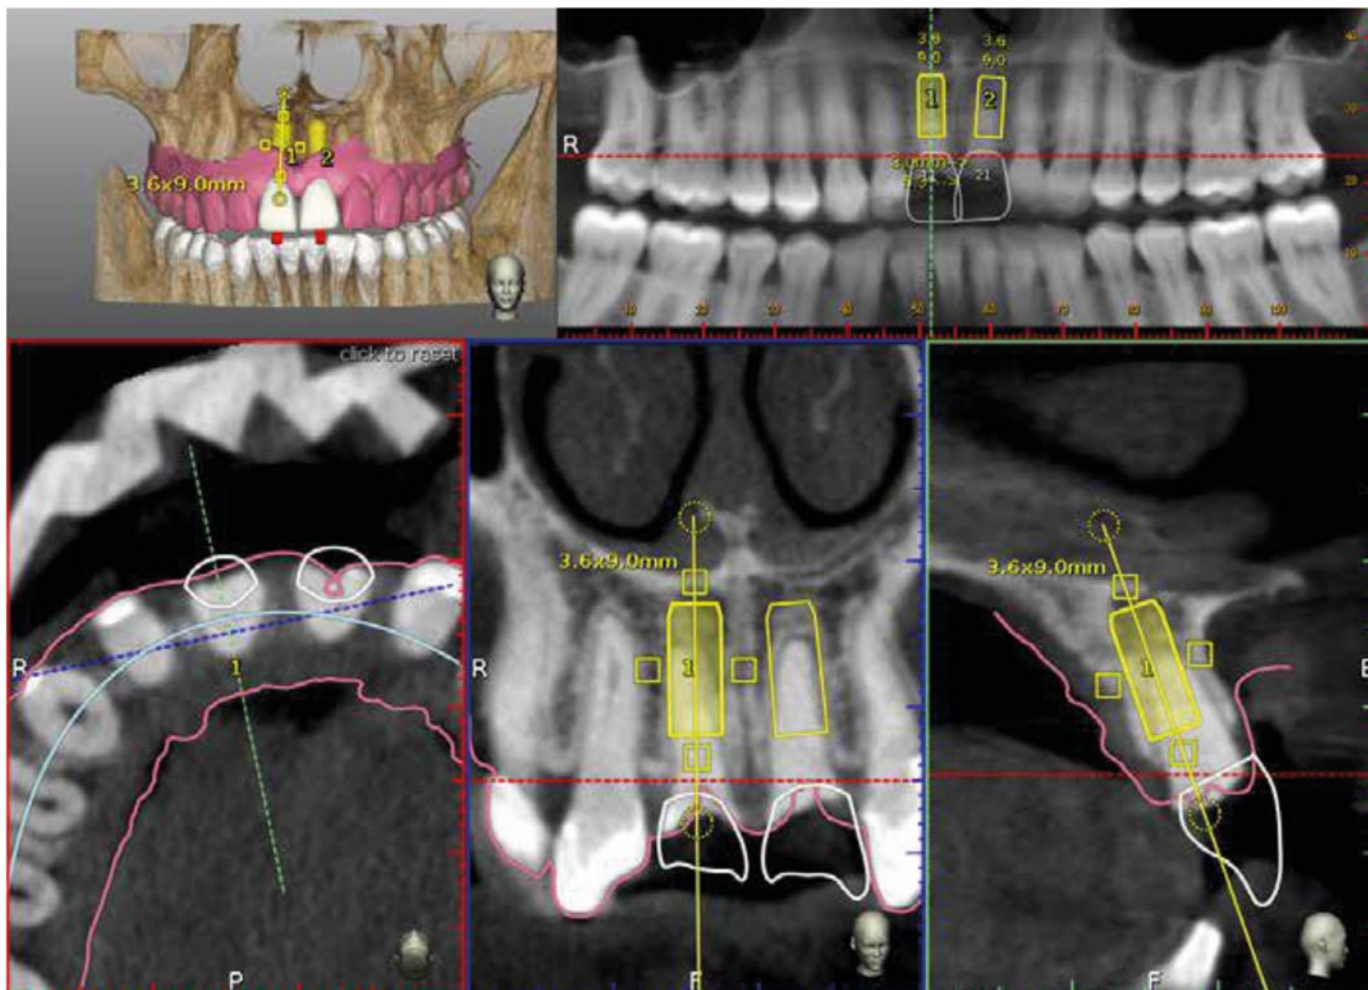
O software de planeamento é mostrado. O ficheiro STL do arco maxilar foi importado da digitalização ótica e combinado com a visualização da anatomia regional dos tecidos moles. O fiducial de alumínio do marcador da CT pode ser observado na visão axial. Dentes virtuais foram aplicados nas posições 1.1 e 2.1 e o caso foi planeado para uma colocação de implante proteticamente guiada numa plataforma de navegação dinâmica.
